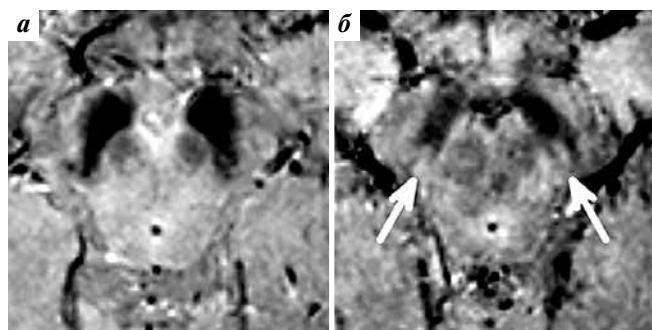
Высокопольная магнитно-резонансная томограмма головного мозга (SWI-режим): а — пациентка с БП (60 лет), отсутствие нигросомы 1 с обеих сторон; б — здоровый человек (женщина, 61 год), нигросома 1 присутствует с обеих сторон (адаптировано из [5])
